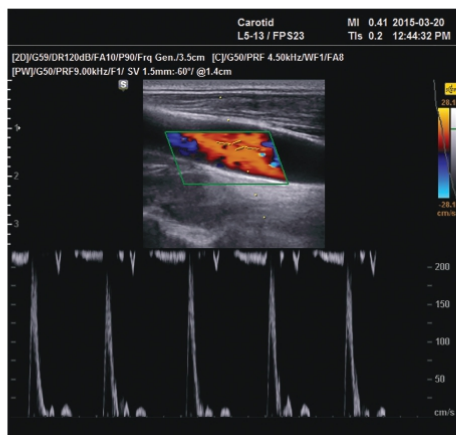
Duplex ultrasonography of the common carotid artery (CCA) showing zero level diastolic flow and high blood speeds of up to 200 cm/s.
